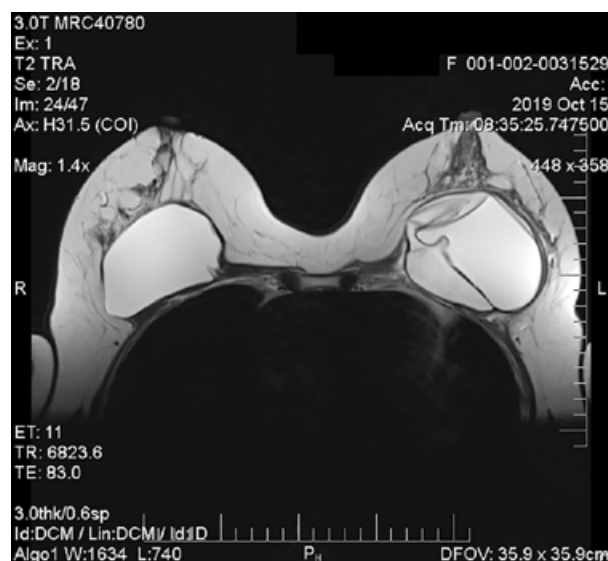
Вид молочных желез и имплантатов при магнитно-резонансной томографии
